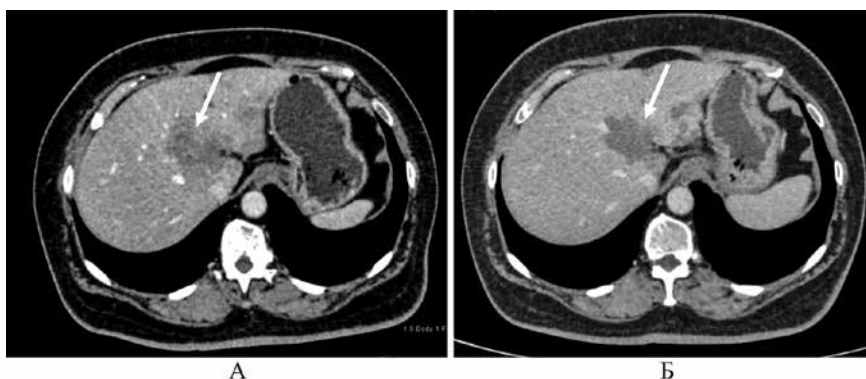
Динамика по КТ на фоне 2 линии ПХТ по схеме GemCis: А – стартовое исследование от августа 2023 года (BASELINE); Б – после 3 курсов ПХТ от декабря 2023 года (НАДИР)
